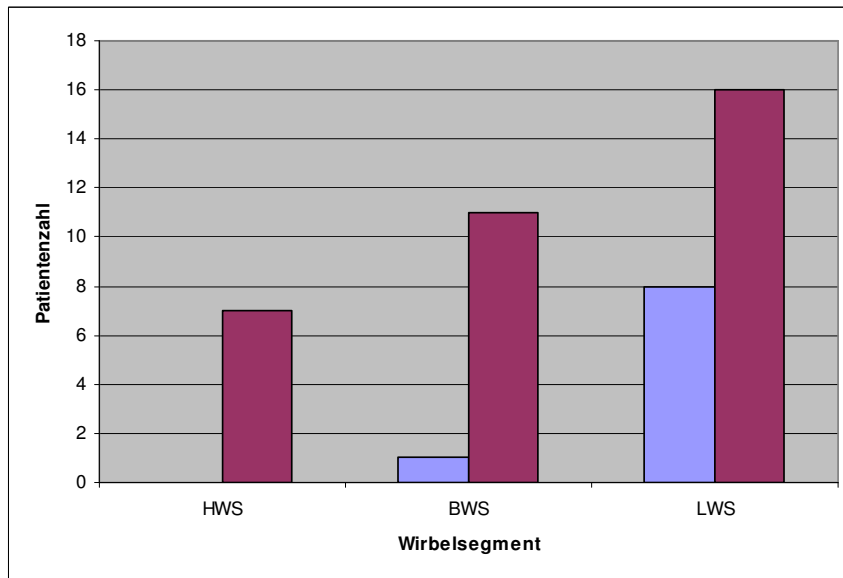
Übersicht über die Verteilung der KM-Anreicherung im MRT nach Patientenzahl und Wirbelsegment (rot - KM Anreicherung, blau - keine KM Anreicherung)
